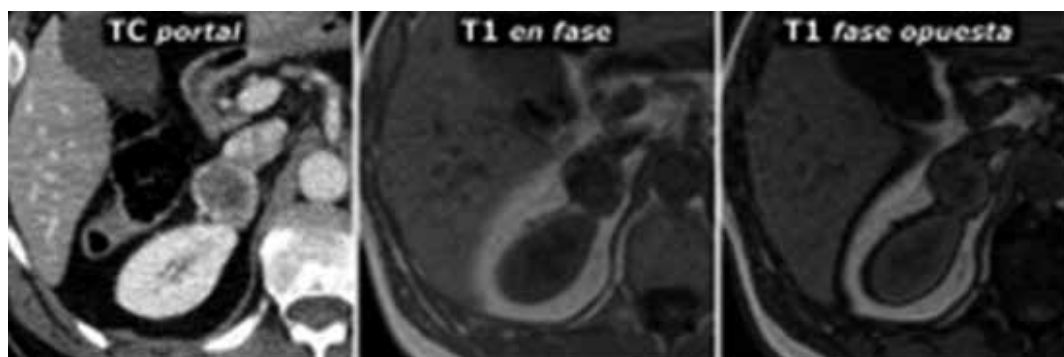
Imagen de feocromocitoma en TC con contraste y RM, donde no presenta caída de señal en fase opuesta.
